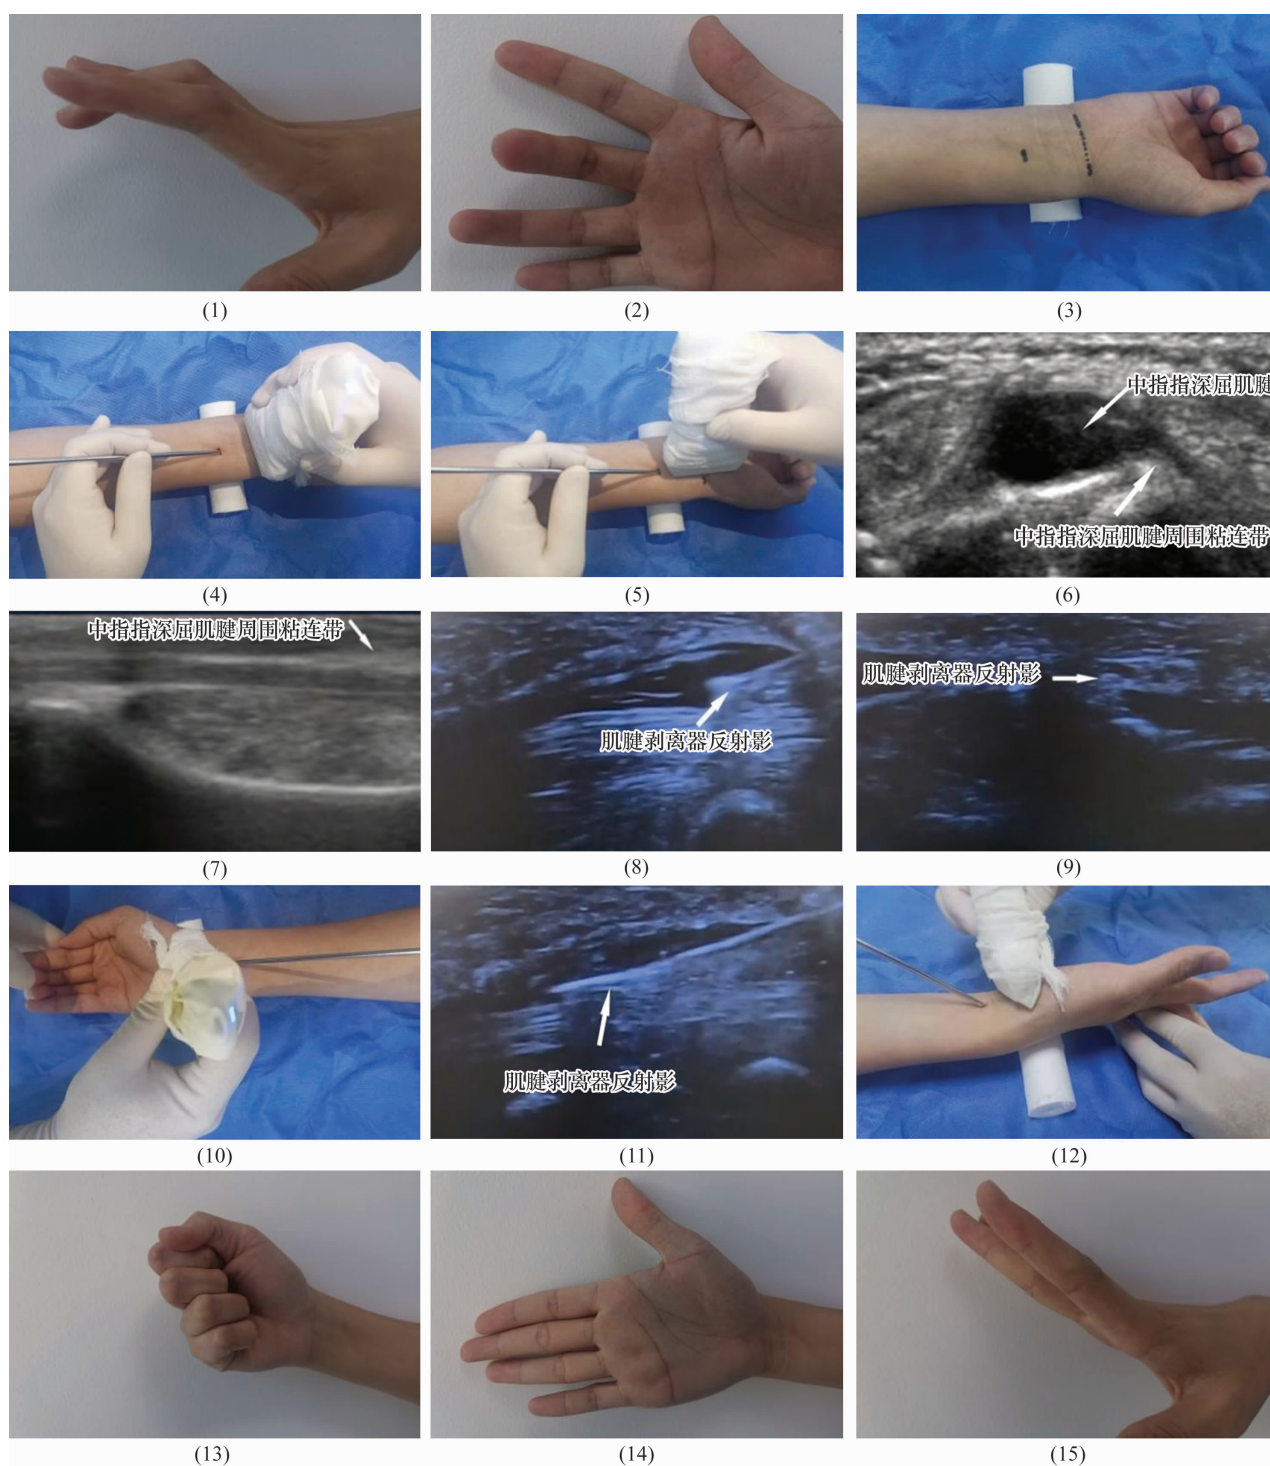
腕部指屈肌腱粘连超声引导下经皮松解手术前后图片
